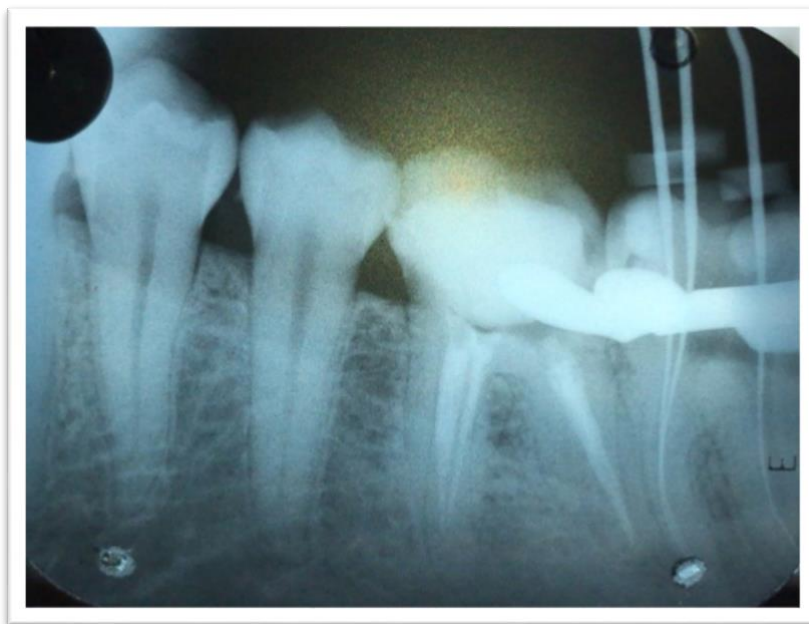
Radiografia periapical para visualizar patência dos canais
